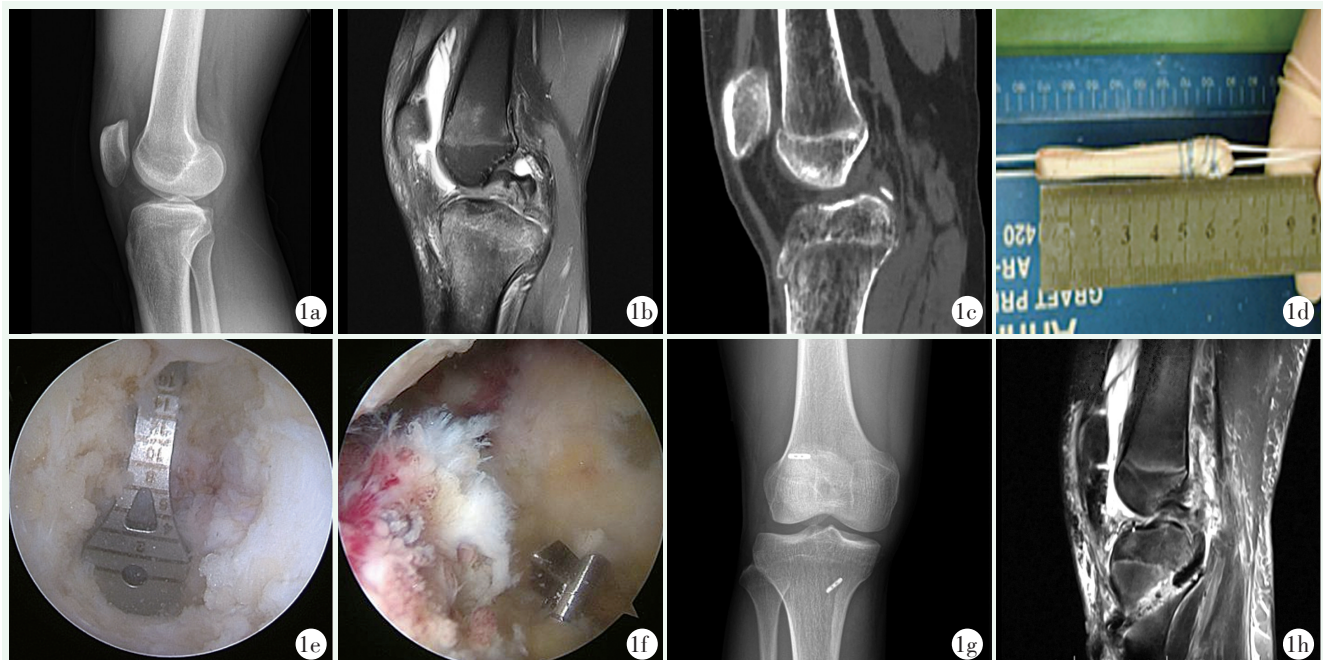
患者男性, 24 岁。1a: 术前膝关节侧位 X 线片示膝关节半脱位; 1b: 矢状位 MRI 显示后交叉韧带完全撕裂; 1c: 矢状位 CT 显示胫骨平台后缘撕脱骨折块; 1d: 切取半腱肌肌腱, 半腱肌肌腱对折成 4 股, 长度 7 cm, 直径约 8.5 mm, 并与 Tight-Rope 装置 (带袢锁扣钛板) 相连; 1e: 关节镜下重建过程: 后交叉韧带胫骨平台后侧定位器定位, 平台下 16 mm; 1f: 应用翻转切割钻从后到前制作骨隧道 25 mm; 1g: 术后 2 周膝关节正位 X 线片示带袢锁扣钛板位置良好; 1h: 矢状位 MRI 示后交叉韧带重建修复, 隧道位置良好。
